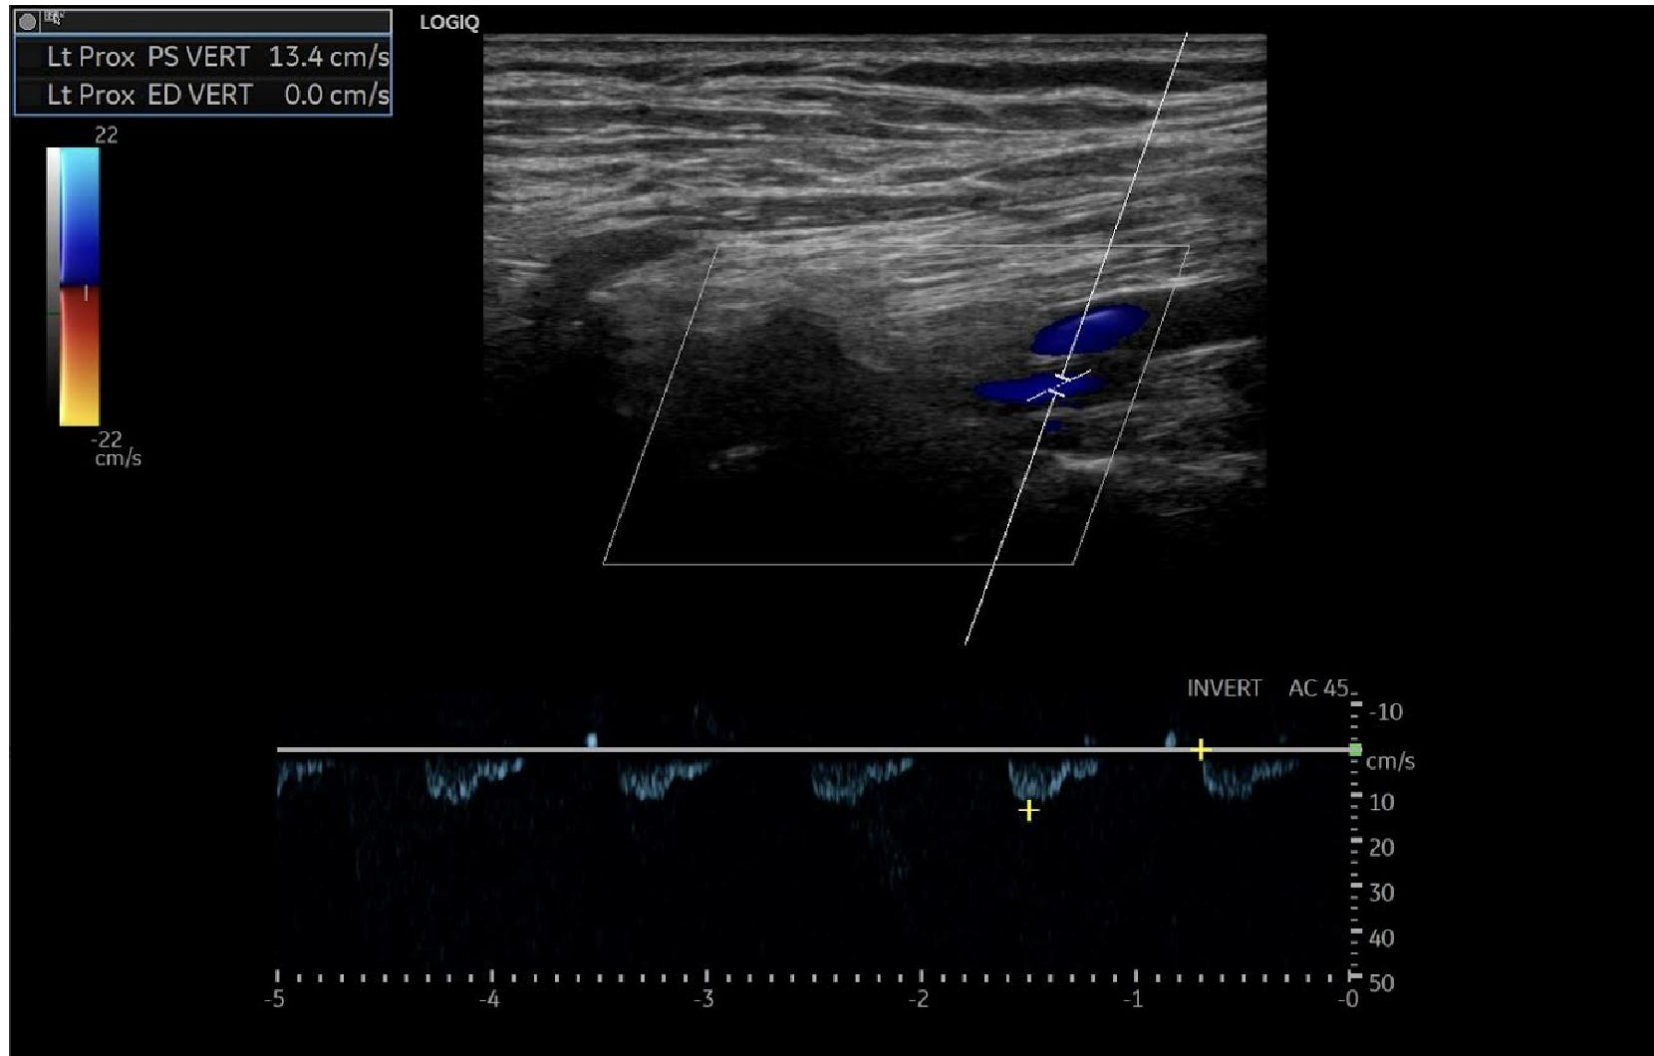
Mismo paciente con estudio Doppler de arteria vertebral izquierda, con signos de robo completo. El estudio muestra flujo invertido, retrógrado en sístole y en diástole.
